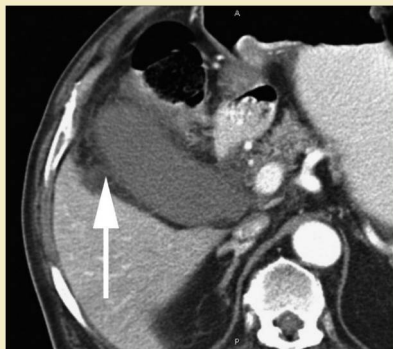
TC axial con contraste que muestra una vesícula biliar distendida e infiltración de grasa pericolestocística (flecha).
